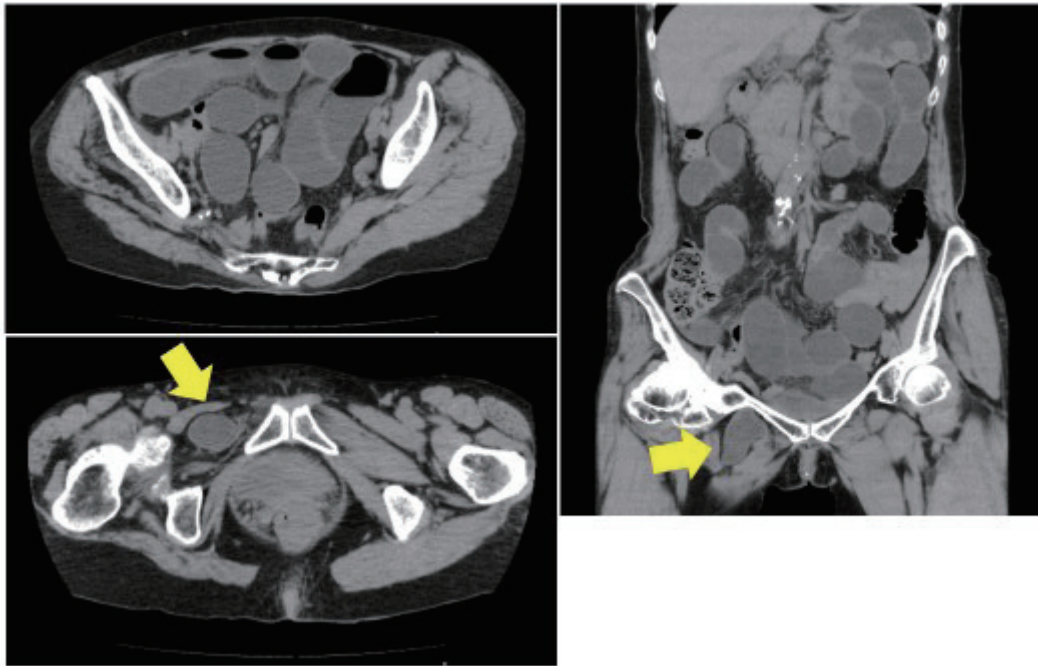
腹部単純 CT 検査所見. 右閉鎖孔への小腸の脱出を認め (矢印), 口側の小腸の拡張, 液面形成を認めた. 脱出した小腸の壁肥厚や, 周囲の脂肪織濃度上昇は認めず, また明らかな腹水や free air は認めなかった.
